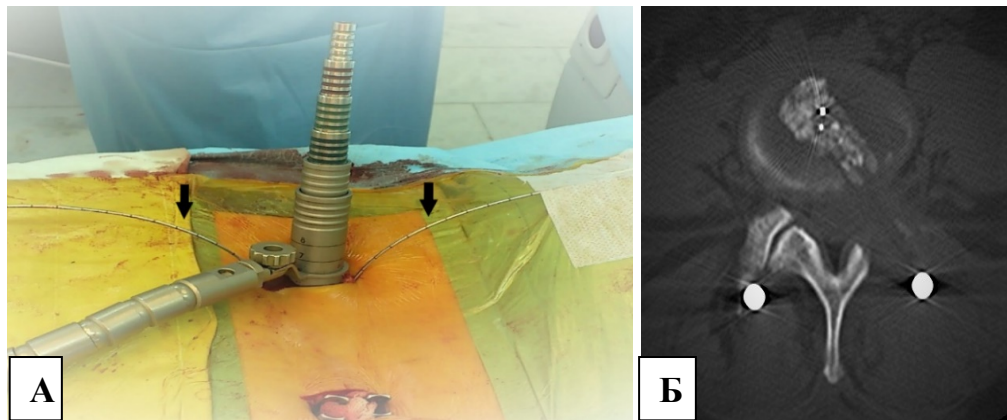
MIS TLIF: внешний вид операционной раны после минимально инвазивной установки винтов на контралатеральной стороне, направляющих транспедикулярных спиц (указаны стрелками) и тубулярного ретрактора на ипсилатеральной стороне (А); послеоперационная компьютерная томограмма в аксиальной проекции после диагональной установки прямого кейджа (Б)
